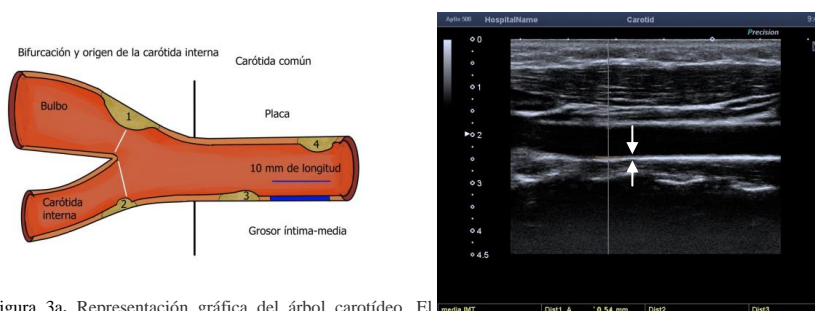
Representación gráfica del árbol carotídeo. El *consenso de Mannheim* define las definiciones en la caracterización mediante ultrasonidos de la placa aterosclerótica y del grosor de la íntima media (GIM): El GIM es un patrón de doble línea paralela que se visualiza en la imagen ecográfica longitudinal. Está formado por dos límites anatómicos: las interfaces lumen-íntima y media-adventicia. Se recomienda su medida en un segmento arterial de unos 10 mm de longitud. La placa aterosclerótica es una estructura focal que invade la luz arterial al menos 0,5 mm o el 50% del valor del GIM circundante, o que muestra un espesor mayor de 1,5 mm medido desde la interfaz media-adventicia a la interfaz íntima-lumen. 1: engrosamiento mayor de 1,5 mm; 2: invasión hacia la luz superior a 0,5 mm; 3, 4: engrosamiento superior al 50% del GIM circulante.
